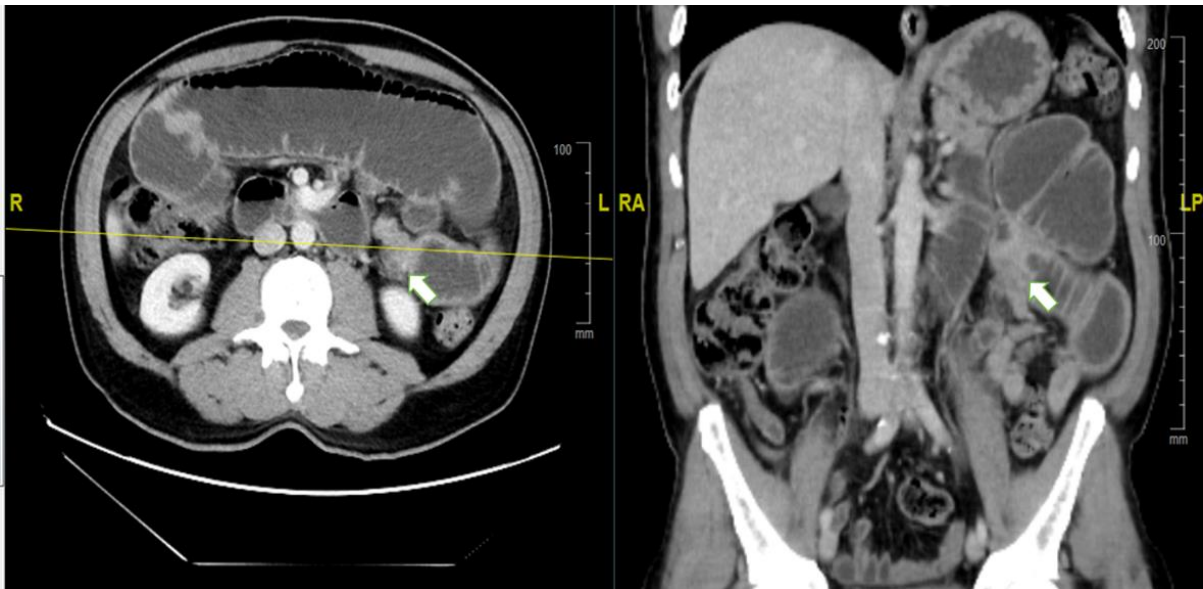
Tomografía abdominal contrastada. A: Corte axial. B: Corte Coronal. La flecha señala el punto de estenosis intestinal de aspecto tumoral, produciendo dilatación retrógrada de las asas intestinales proximales.
